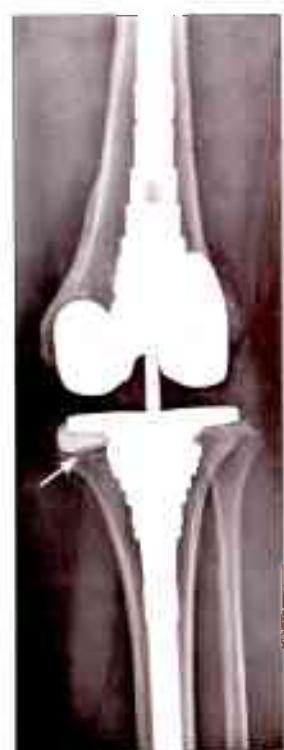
Рентгенограмма коленного сустава через 24 мес после ревизионного эндопротезирования с использованием метафизарных втулок.
